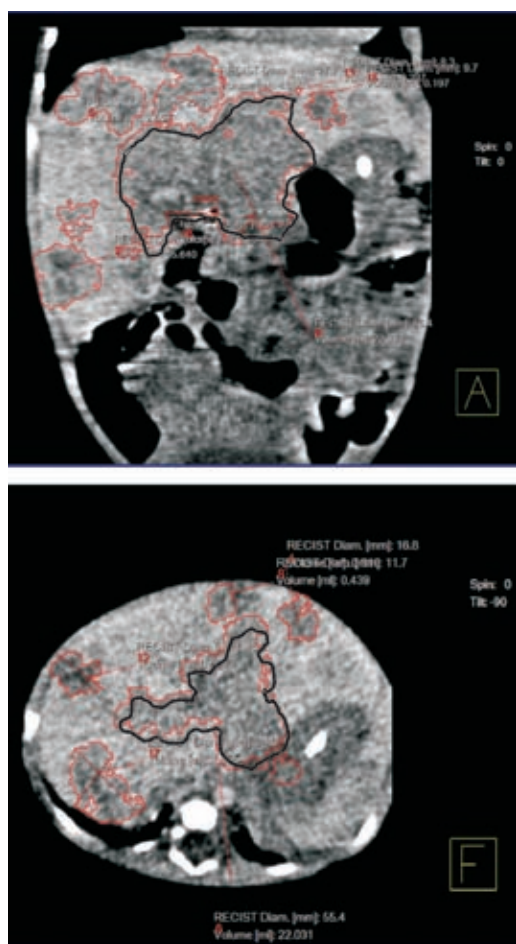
Aspectos de la tomografía axial en corte frontal y axial; se delimita el contorno del gran hemangioma del hígado.
